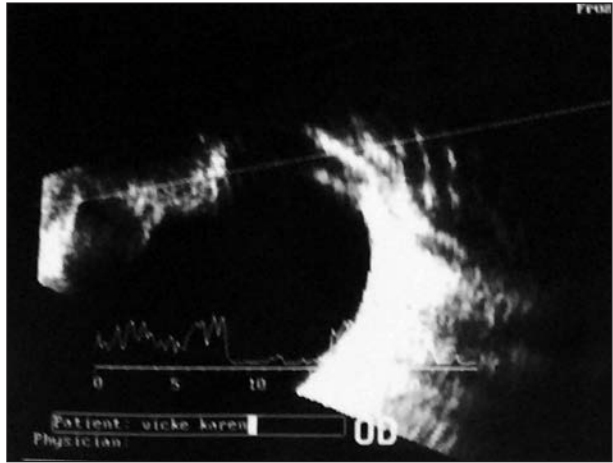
Ecografía: Se evidencia lesión yuxtacristaliniana y cuerpo ciliar que también compromete sector más anterior del vítreo de bordes mal definidos con ecos de mediana y baja reflectividad e irregularidad interna típico del meduloeptelioma por su característica anatomía nodular.
